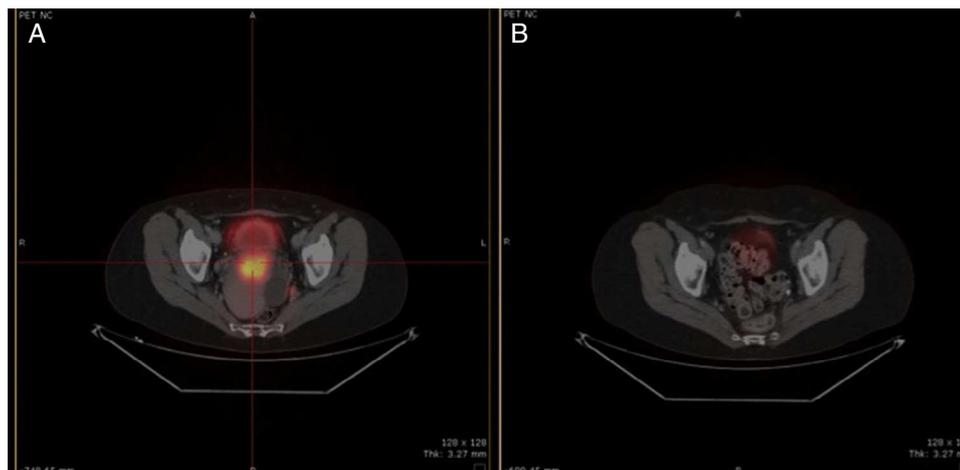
A) PET-TAC de julio de 2010: masa cervical. B) PET_TAC de agosto de 2013: sin enfermedad.
